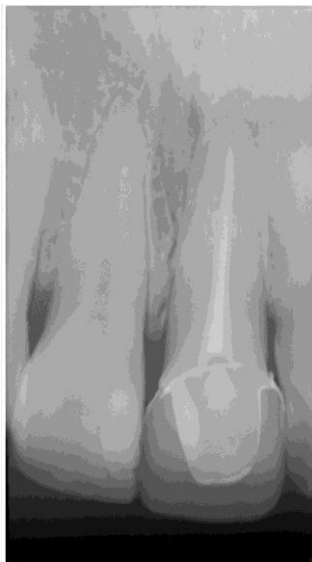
Raio-x periapical final do dente 21 (com restauração cimentada)
